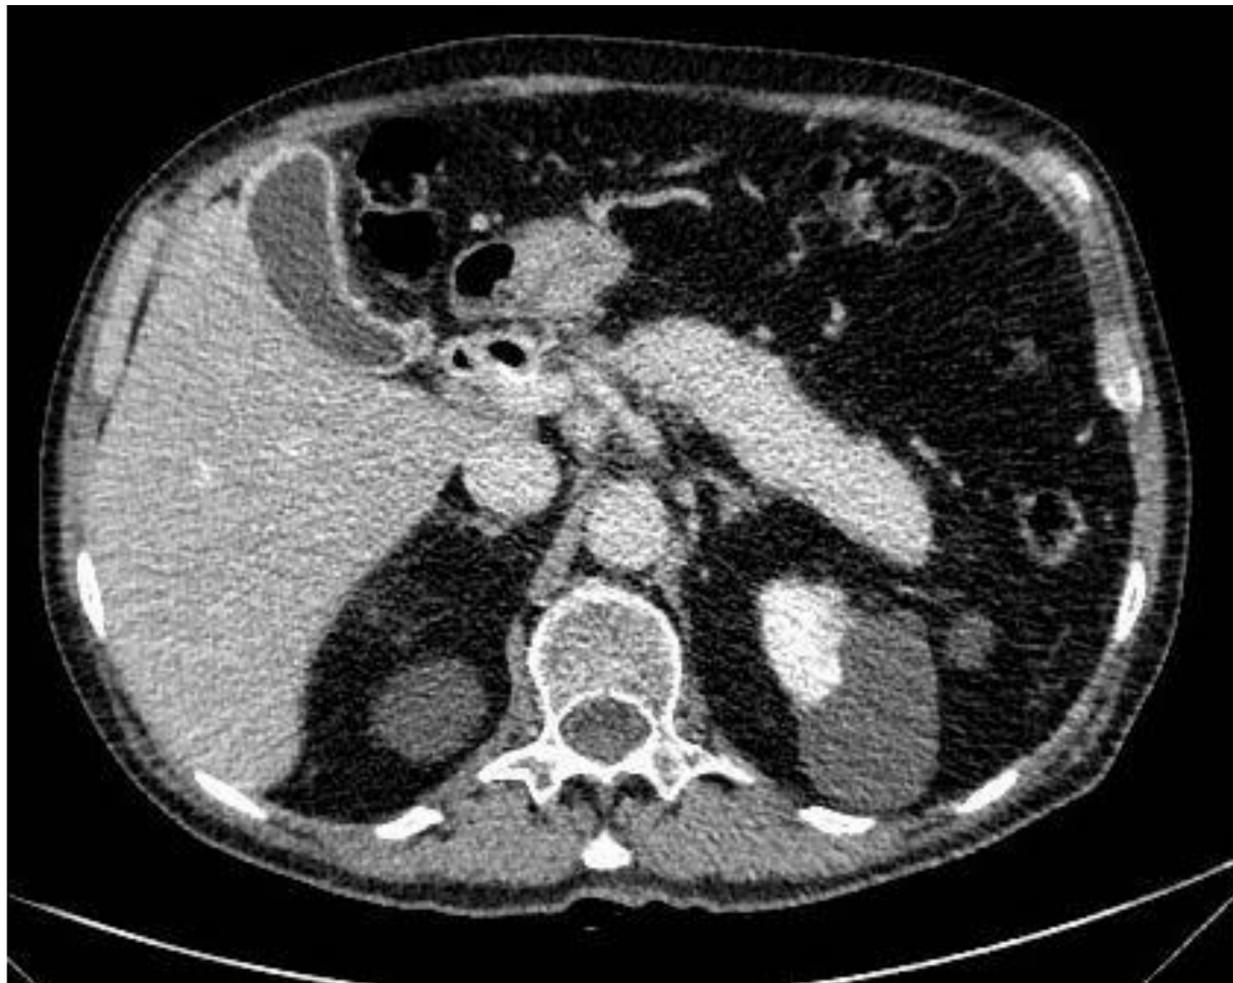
TC con contraste en fase portal: aumento difuso de tamaño del páncreas con morfología “en salchicha” .
